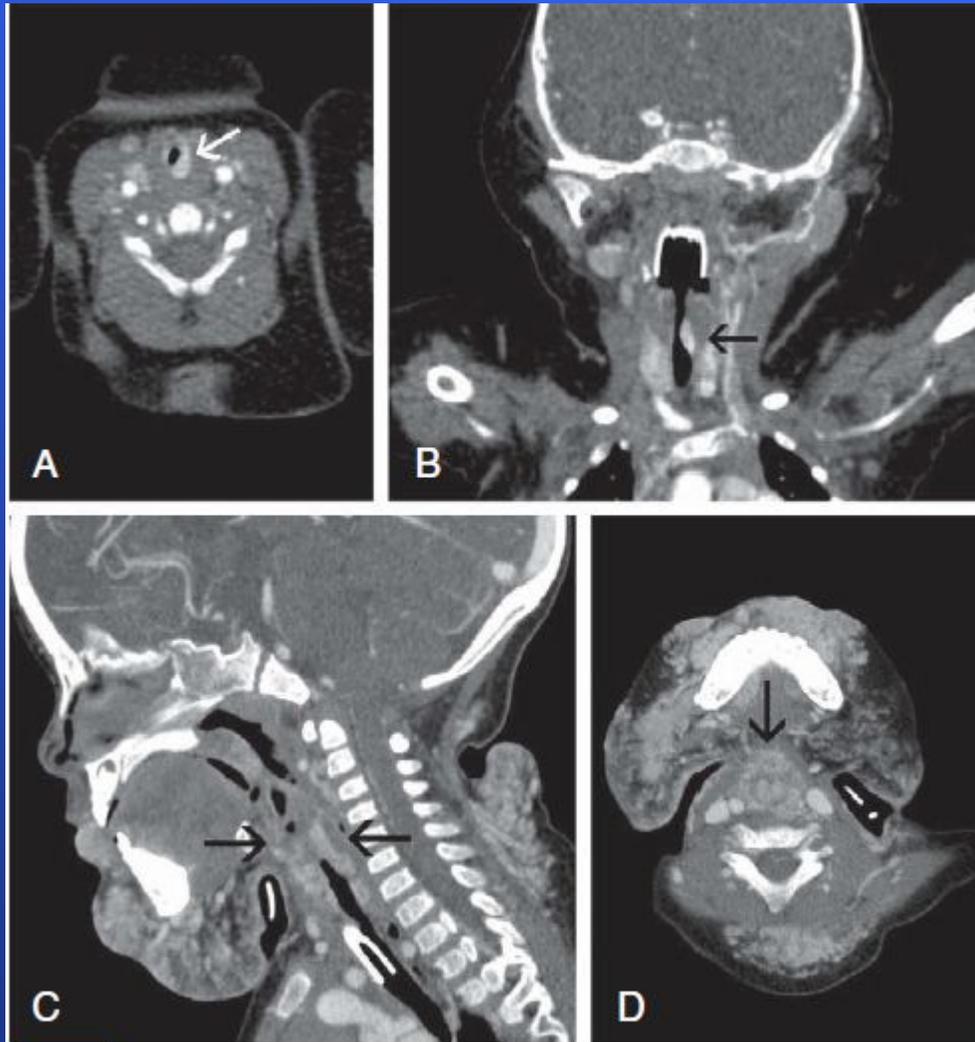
Computed tomography (CT) assessment of airway hemangioma of infancy. A and B, CT appearance of focal airway
